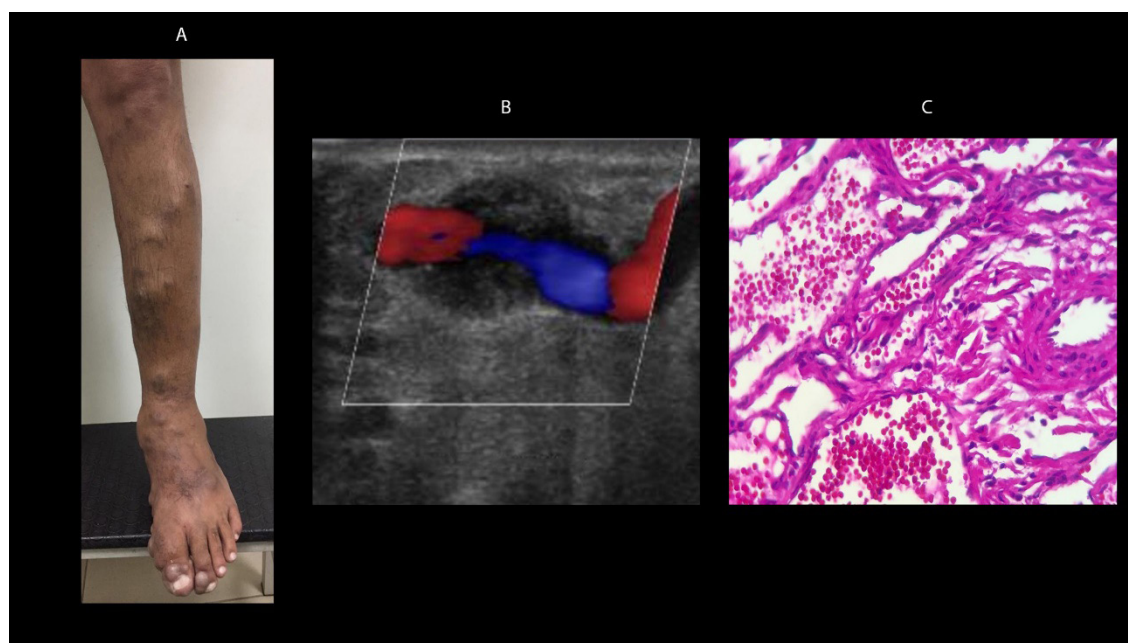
Hemangioendotelioma venoso. A: aspecto clínico; B: imagem hipocogênica circundando uma veia superficial à ultrassonografia com mapeamento de fluxo a cores; C: exame anatomopatológico.
